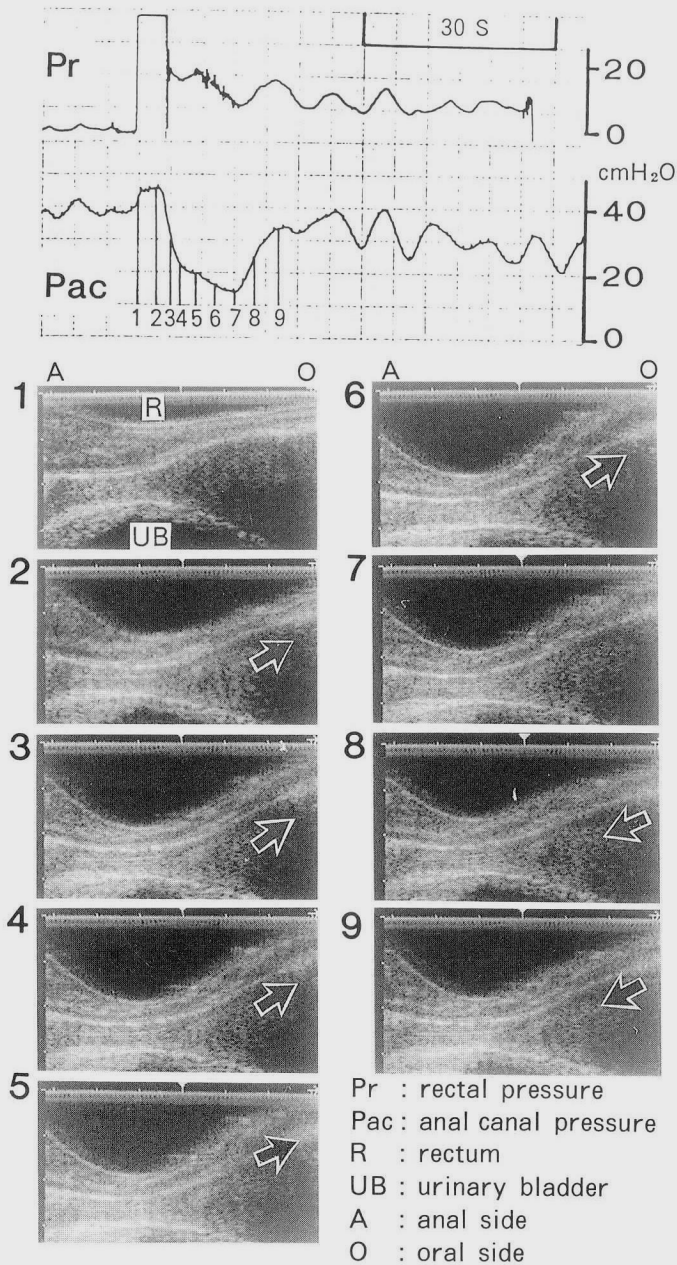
特発性慢性便秘患者の直腸内超音波および直腸、肛門内圧測定の結果を示す
